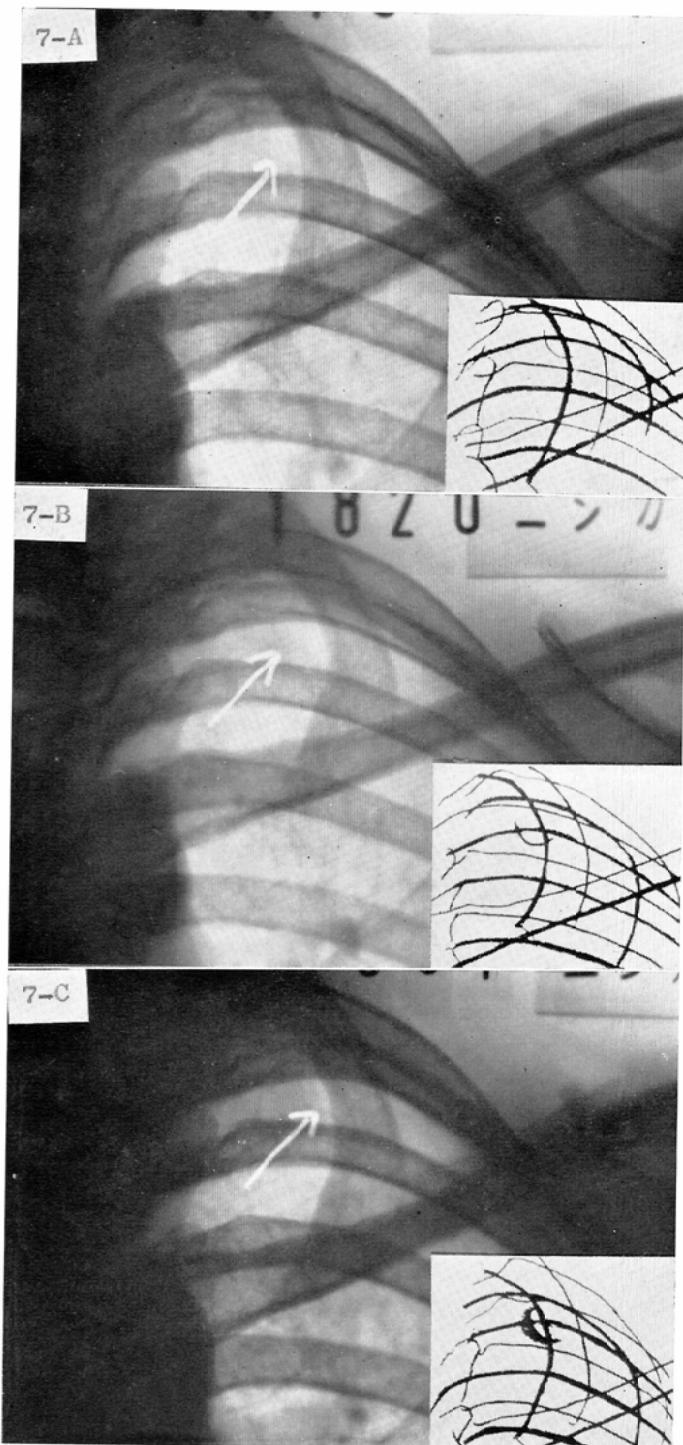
A. Female, 23. Chest roentgenogram on July 10, 1958. Circumscribed radiolucent area is noted in the left apex.
